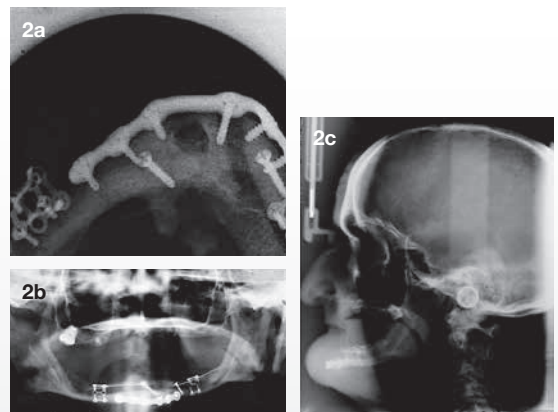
a) Bidplans-, b) ortopantomografi og c) profiloftagelse viser helet osteosynteret mandibelfraktur med samtidig ossøs rekonstruktion seks måneder postoperativt.
